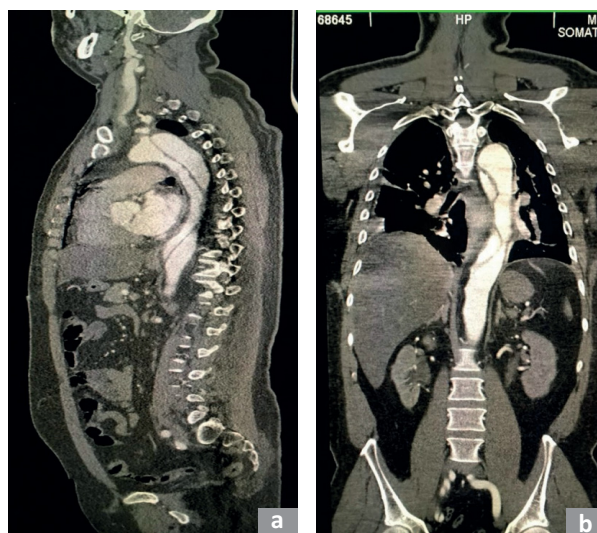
МСКТ-ангиография грудного и брюшного отдела аорты пациента Д., 55 лет, с прогрессированием хронической диссекции аорты: а) сагиттальный срез; б) фронтальный срез. На срезах определяются диссекция интимы и патологическое расширение левой общей сонной артерии, устья левой подключичной артерии, нисходящего отдела грудной аорты.
